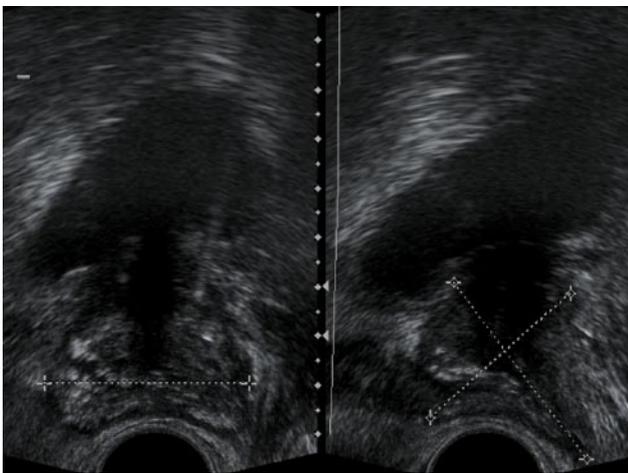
Ультразвуковая томограмма предстательной железы через три месяца после имплантации источников.
